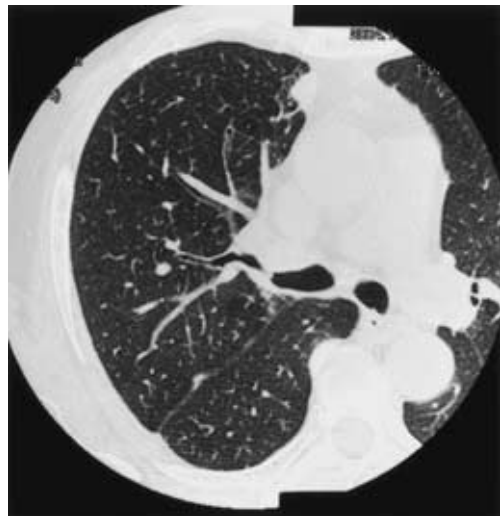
Chest CT scan at the level of the orifice of the right upper bronchus, revealing stenosis.
